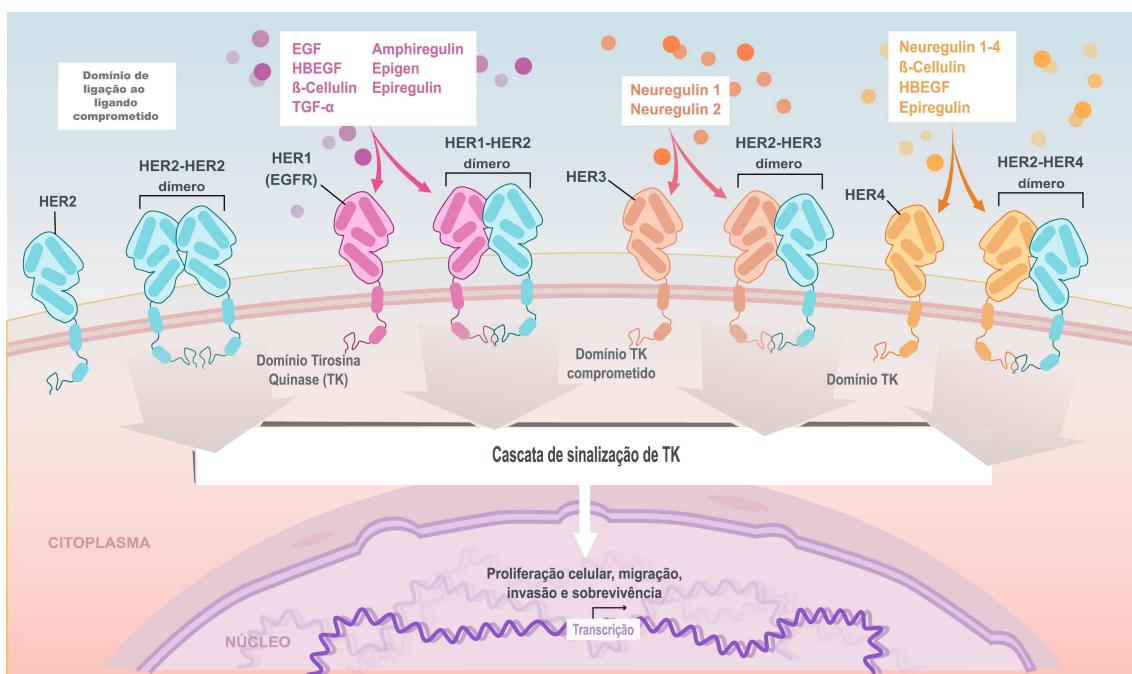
Família de receptores HER e respetivos ligandos. Abreviaturas: HBEGF, Fator de Crescimento do Tipo Epidérmico Ligado à Heparina, do inglês *Heparin Binding EGF Like Growth Factor*; HER, Recetor do fator de crescimento epidérmico humano, do inglês *Human epidermal growth factor receptor*; TK, Tirosina quinase. Adaptado de Hayes, D. 2019.[2]
